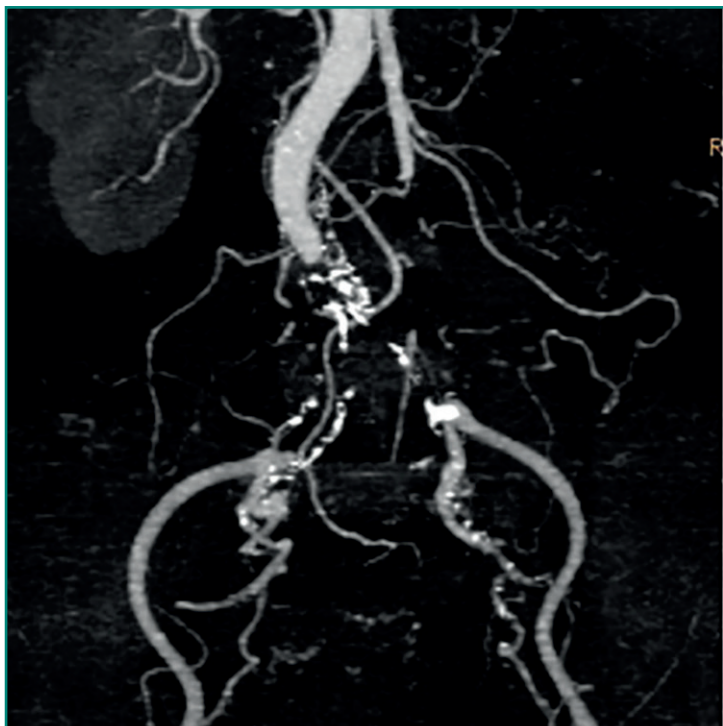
Angio-TC que muestra oclusión completa de la bifurcación aortoiliaca.
